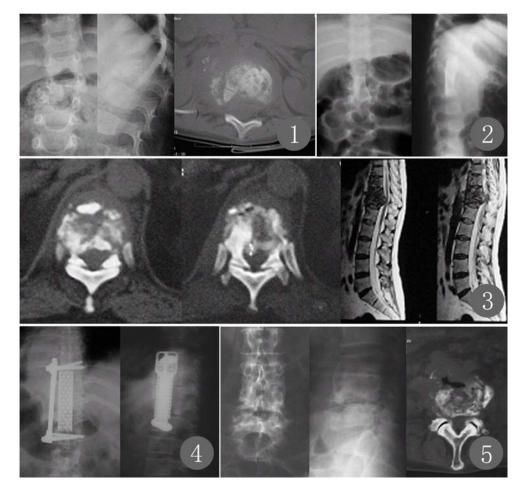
X 线及 CT 片示  $T_{12}$ 结核 图 2 X 线片示  $T_{12}$ 结核病灶清除植骨术后 图 3 术前 CT 及 MRI 示  $T_{11}\sim L_1$  结核 图 4 术后 X 线片示  $T_{11}\sim L_1$  椎体结核行前路钛网支撑植骨及钢板固定术后 图 5 X 线片及 CT 片示  $L_{4.5}$ 结核
